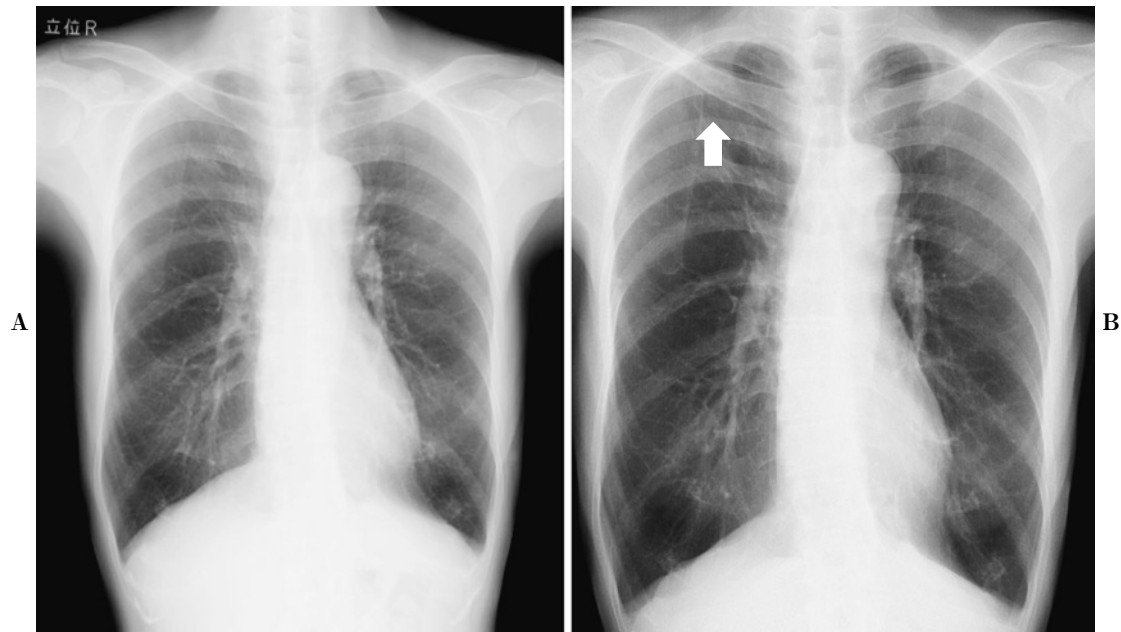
A: A chest radiograph that was taken in the course of lung cancer screening at another hospital (May/2010). The nodule in the peripheral right upper lung field remains unclear. B: A chest radiograph upon the patient's initial visit to our hospital (June/2014). The nodule in the peripheral right upper lung field was detected, along with an irregularly shaped light shadow of 20 mm in size.
